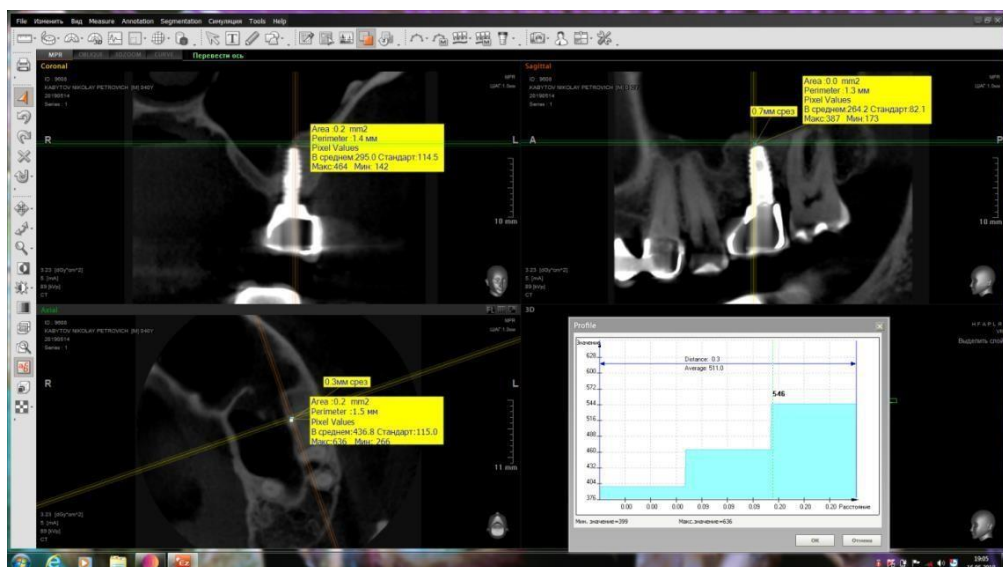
КЛКТ пациента К., 34 года. И/Б №14 Ds: атрофия беззубого альвеолярного отростка (шифр МКБ-10/K08.02) верхней челюсти. Состояние после аугментации альвеолярного отростка (с использованием материала Лиопласт, Коллапан-Л и аутокости) и одномоментной имплантацией имплантатов фирмы через 12 месяцев после операции. Отмечаются рентгенологические признаки остеоинтеграции вокруг установленных денальных имплантатов, его структура и плотность соответствуют всем параметрам, характерным для костной ткани в норме. Проводится определение оптической плотности костной структуры
